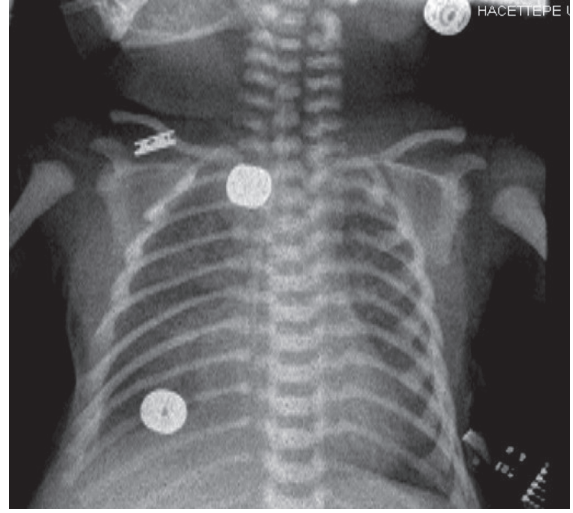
Doğum sonrasında çekilen ilk akciğer grafisinde her iki akciğerde olmak üzere sağ akciğer üst bölgelerinde belirgin hava bronkogramları ve sağda plevral efüzyon görülmektedir.
